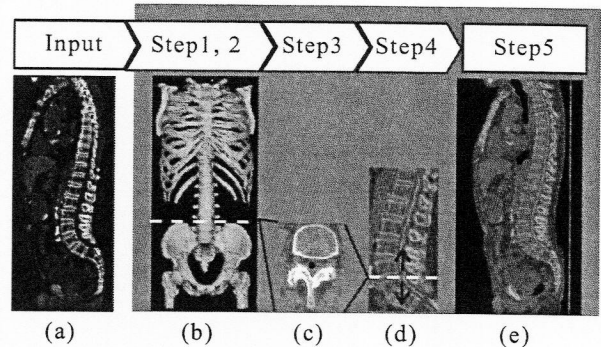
正中矢状面画像の生成の流れ (a): 入力画像, (b): 骨格の抽出画像 (白い破線: ヤコビ線), (c): 脊柱管の重心の抽出 (黒点: 脊柱管の重心), (d): 脊柱管の重心を上下に伝播 (白線: 脊柱管の中心線), (e): 各横断面を左右に平行移動. ((a, d): CT 画像の矢状面の 1 スライス, (b): 3-D 表示, (c): CT 画像の横断面の 1 スライス, (e): 正中矢状面画像)
